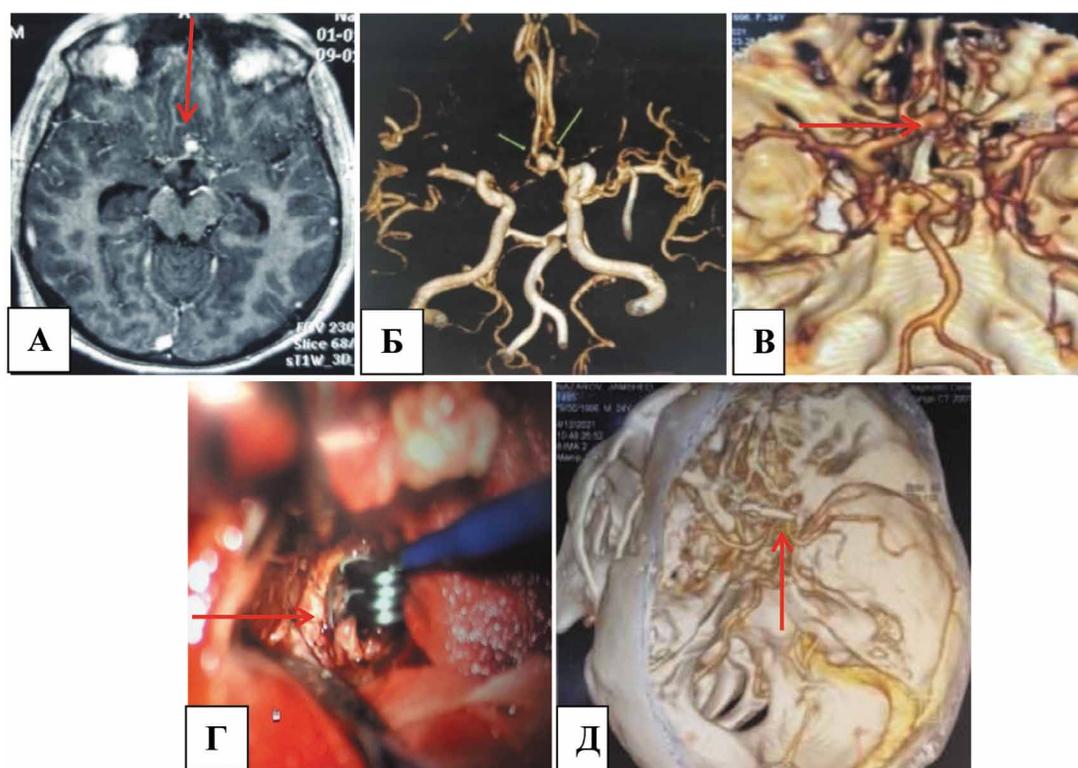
Построение аневризм магистральных артерий головного мозга на основании методов 3D-КТА и 4D-МРТА сосудов головного мозга. А — МРТ головного мозга (ПСА); Б — 4D-МРТА сосудов головного мозга, аневризм ПСА; В — 3D-КТА: аневризма ПСА; В — 3D компьютерно-томографическая ангиография аневризм округлена; Г — интраоперационная фотография — аневризма клипирована; Г — 3D-КТА после операции.
